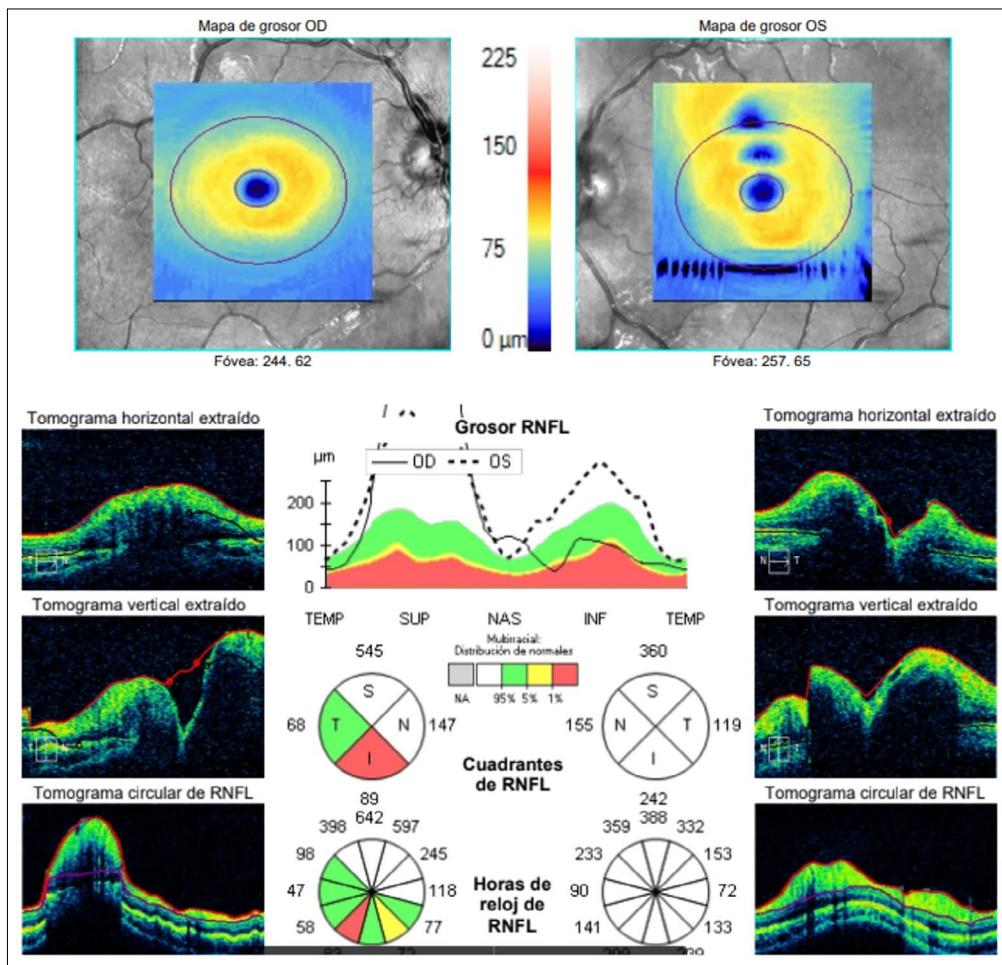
Mapas de grosor retiniano y análisis de la capa de fibras nerviosas de la retina (CFNR) obtenidos mediante tomografía de coherencia óptica (OCT). En las imágenes superiores (mapa de grosor retiniano), se observa un engrosamiento retiniano en ambos ojos, con mayor asimetría en el ojo izquierdo. Los valores foveales son 244,62 µm (ojo derecho, OD) y 257,65 µm (ojo izquierdo, OS), compatibles con papiledema bilateral. En las imágenes inferiores (CFNR), se aprecia un aumento del grosor de la capa de fibras nerviosas en ambos ojos, predominando en los cuadrantes superior e inferior.
